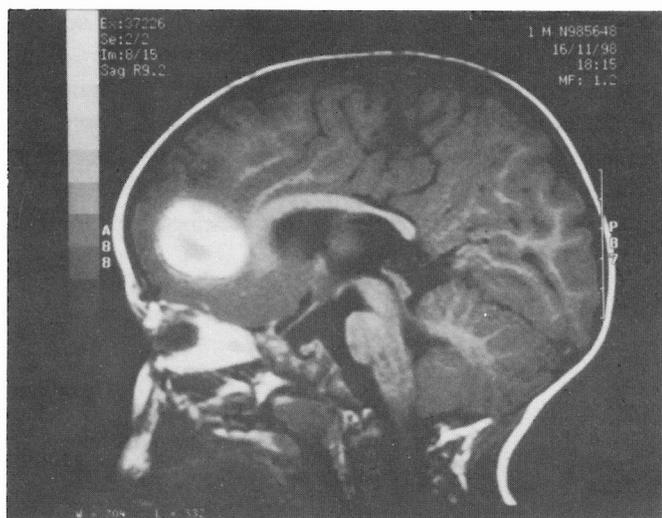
Imagem de ressonância magnética (corte sagital; imagem ponderada em T2) que mostra um volumoso cavernoma de localização frontal. É característico o centro com sinal de intensidade mista, em que a área de sinal hipointenso corresponde a depósitos de hemossiderina, representativos de hemorragia antiga.
